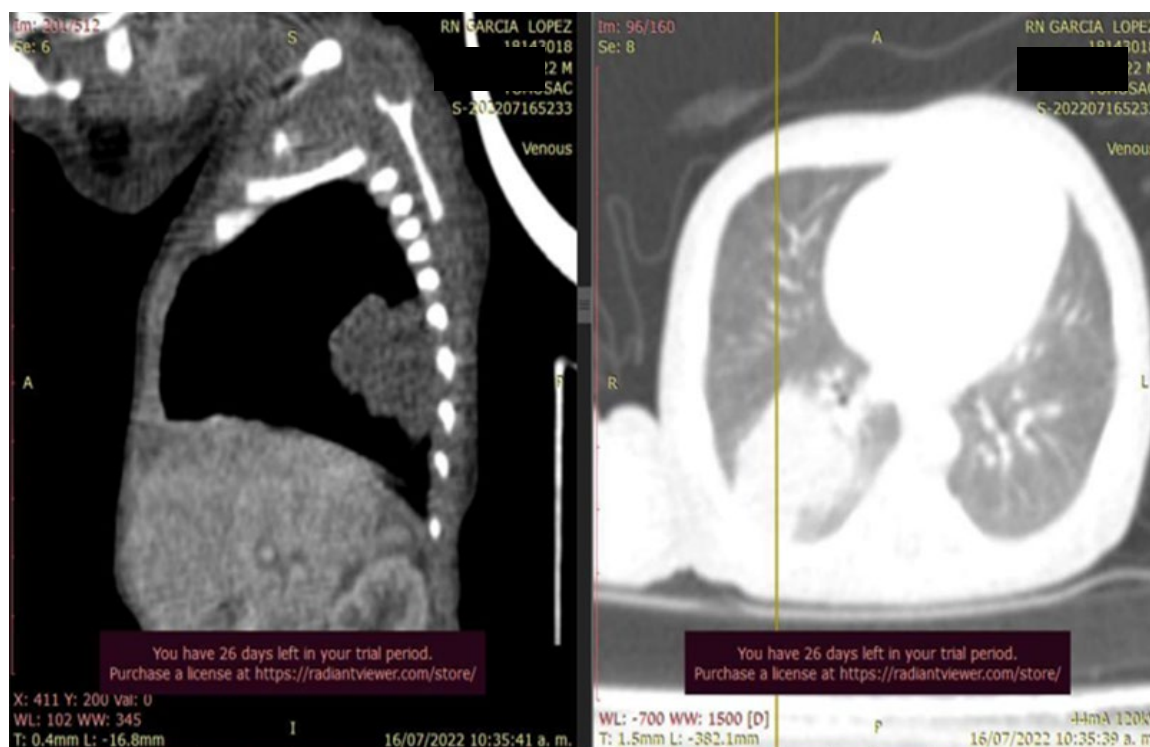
Tomografía Pulmonar con Contraste
